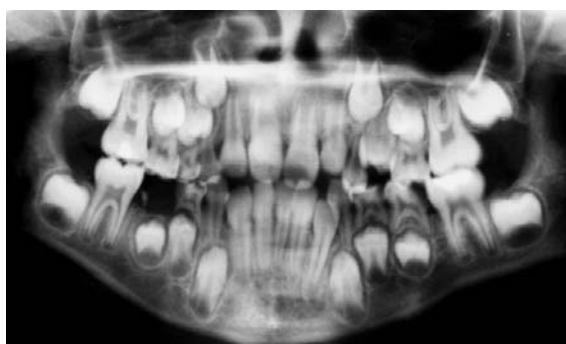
Zdjęcie pantomograficzne
